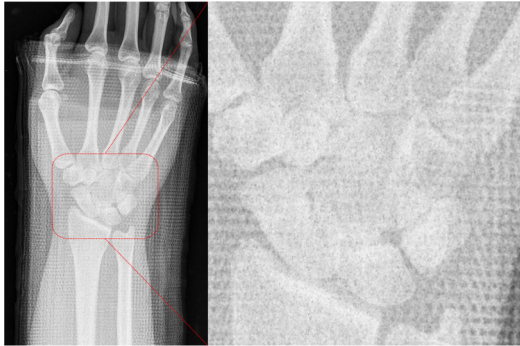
(a) 기존 부목 손목 방사선영상 (b) 3D 프린터로 출력된 부목 방사선영상
